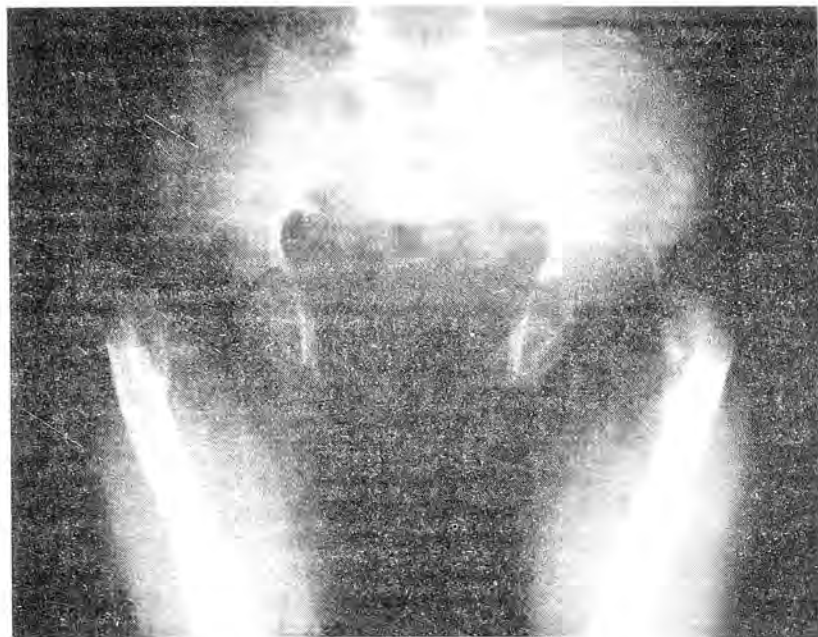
Рентгенограмма тазобедренных суставов больного 6 лет с СФМД типа А.
